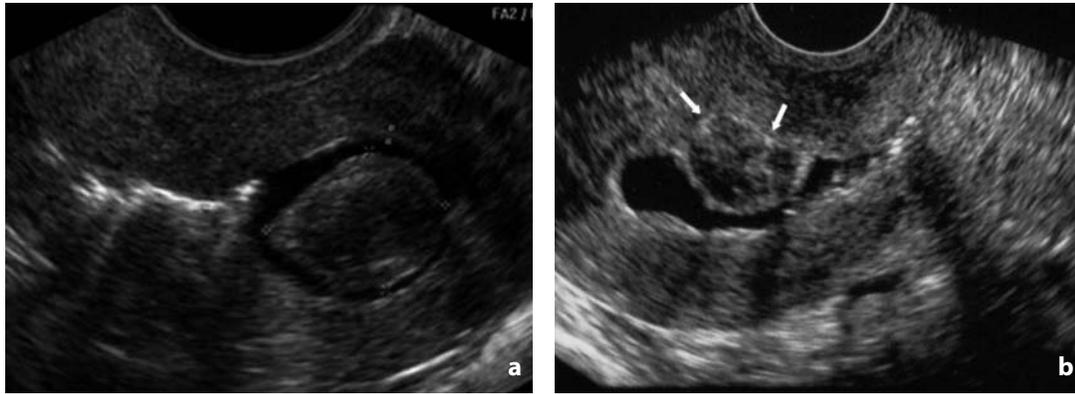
Isterosonografia. Leiomioma sottomucoso. a La lesione demarcata da reperi aggetta nella cavità endometriale; appare ipoecogena con caratteri strutturali analoghi a quelli del miometrio. b Altro caso. La lesione (freccie) sporge in cavità uterina per oltre il 50%
